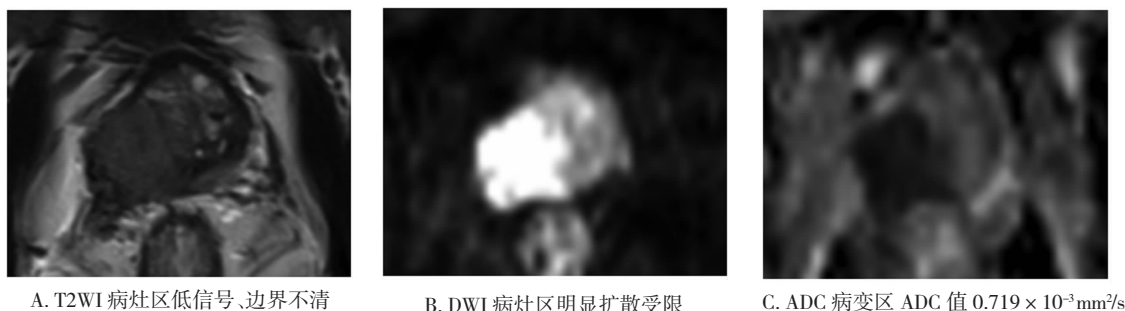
高危组前列腺癌 T2WI、DWI、ADC 图
